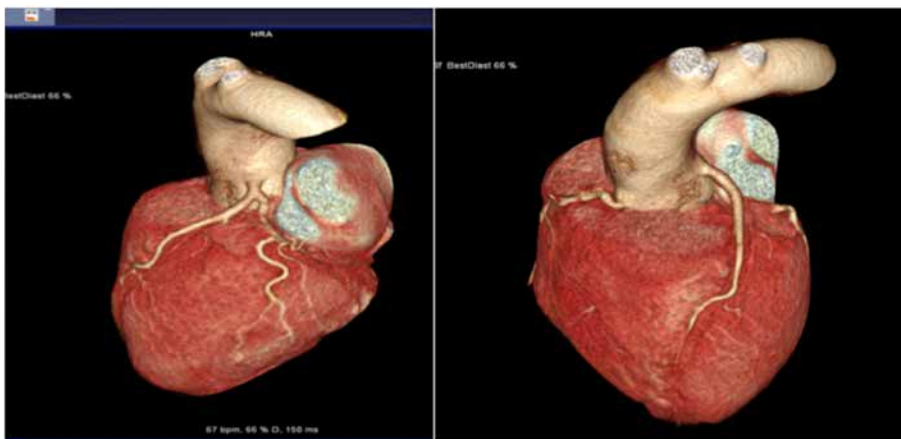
Angiotomografía coronaria de 128c con origen de ostium coronarios y trayectos conservados. Sin evidencia de lesiones obstructivas. (Cortesía Dra. Andrea Astesiano).
